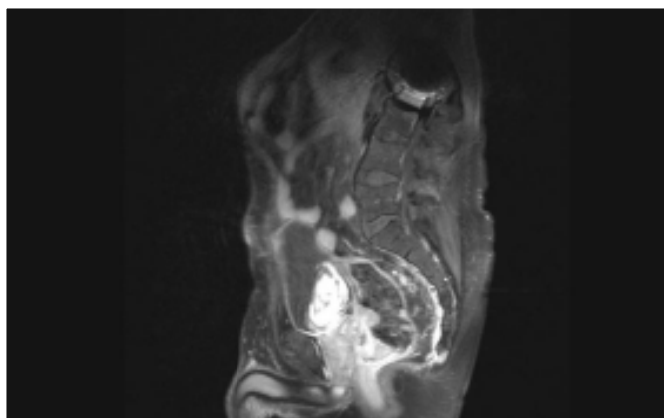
IRM pondérée T1 coupe sagittale avec injection de gadolinium montrant une tumeur rectale à 3.7 cm de la MA chez un patient de notre série
